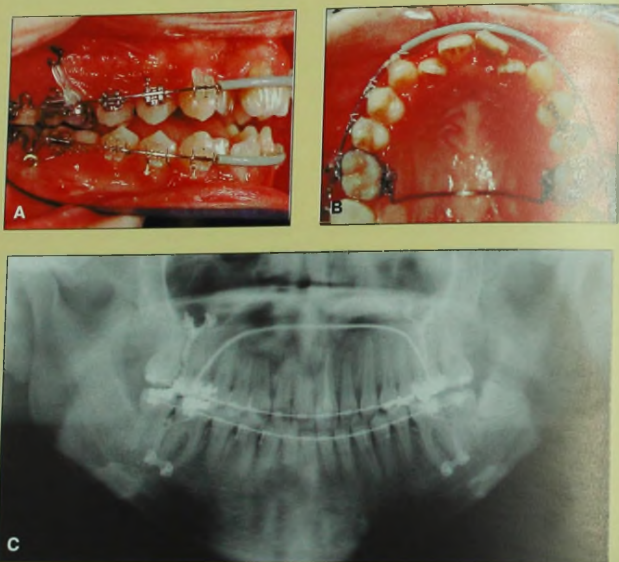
Имплантация ортодонтических опорных пластин. А. Интрузия верхних и нижних моляров. В. Небная дуга. С. У-пластины в области скулового контрфорса и L-пластины в области тела нижней челюсти.
